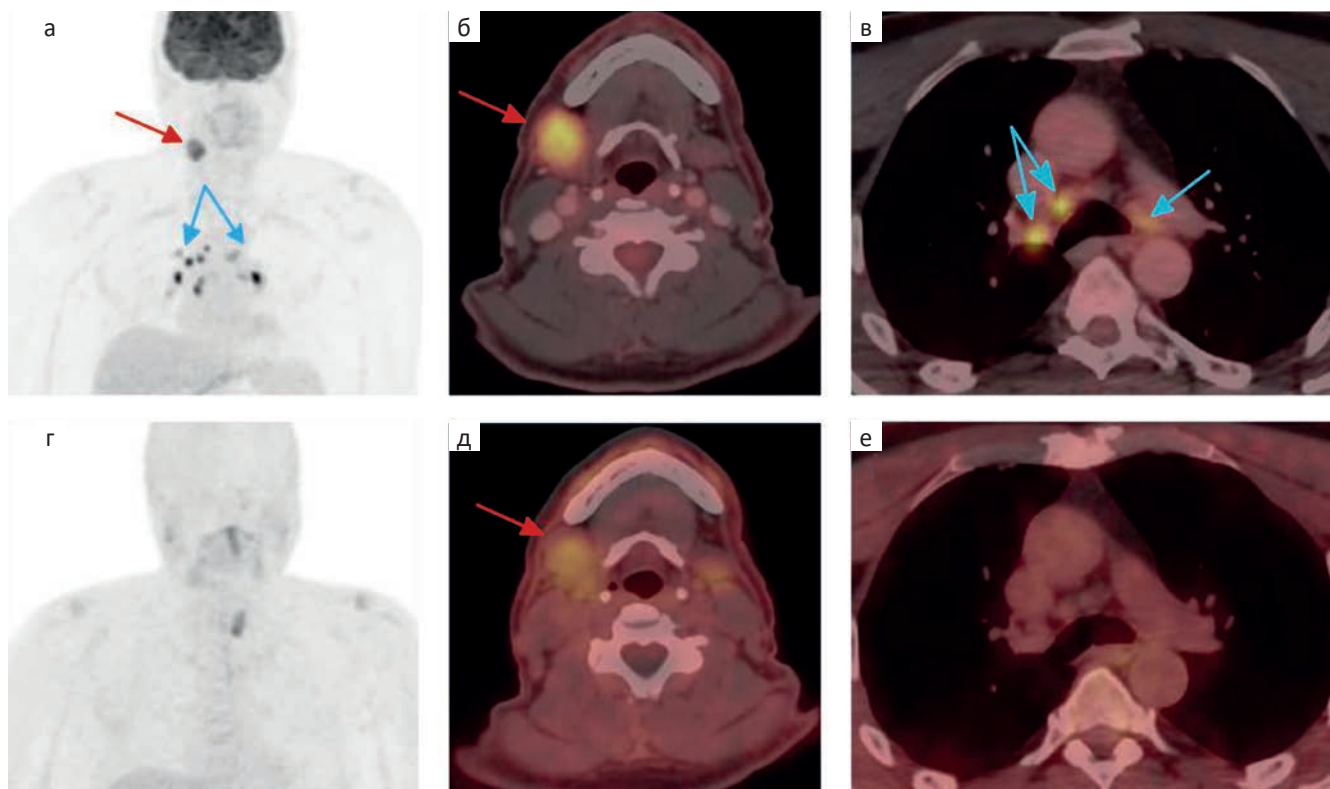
Меланома кожи лба. Состояние после удаления первичной опухоли. Метастаз в поднижнечелюстном лимфоузле. ПЭТ/КТ с ^{18}F -ФДГ (а-в) и ПЭТ/КТ с ^{18}F -ФБФА (г-е). При ПЭТ/КТ с ^{18}F -ФДГ определяется патологическое накопление РФЛП в поднижнечелюстном лимфоузле справа (а (MIP) и б — красные стрелки) с SUV_{max} 13,04. Также отмечается повышение накопления ^{18}F -ФДГ во множественных внутригрудных лимфоузлах (а, в — синие стрелки), что может соответствовать саркоидозу (подтверждается данными анамнеза). При ПЭТ/КТ с ^{18}F -ФБФА накопление РФЛП в поднижнечелюстном лимфоузле неинтенсивное (г — красная стрелка) с SUV_{max} 2,70. Не отмечается повышенное накопление ^{18}F -ФБФА во внутригрудных лимфоузлах
